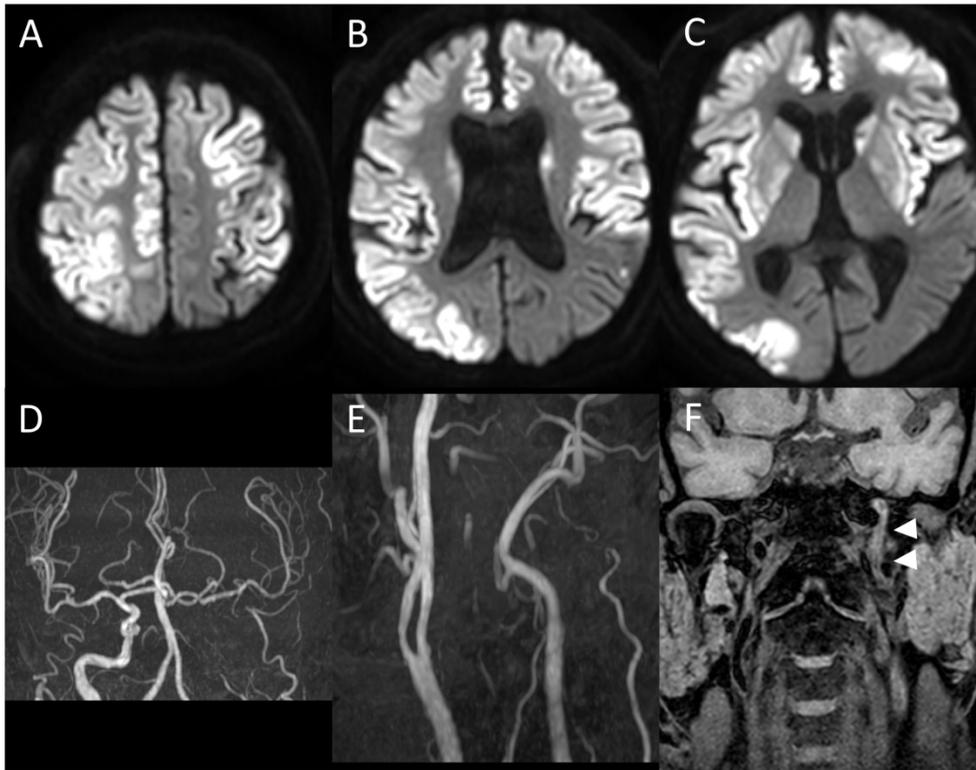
Brain MRI and MRA the day after mechanical thrombectomy
